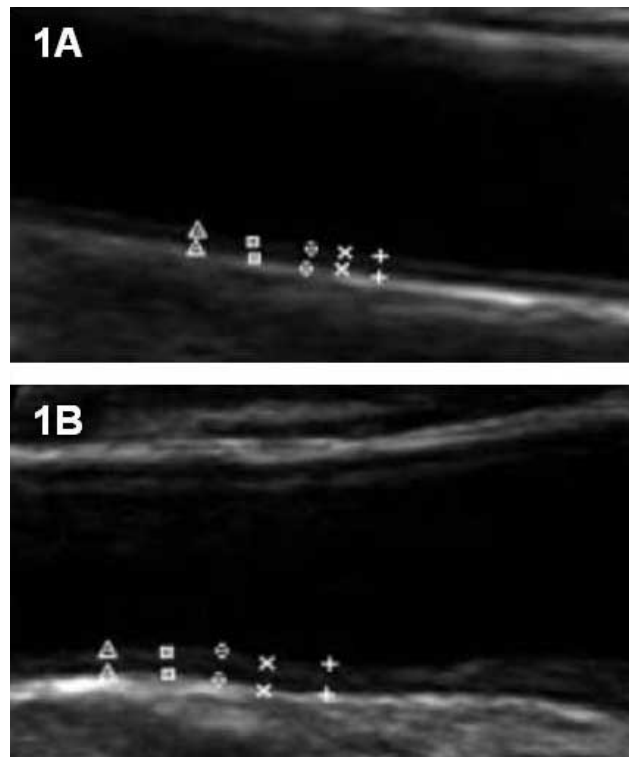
GIMC medida mediante ultrasonografía. 1A. GIMC normal. 1B. GIMC aumentado.
